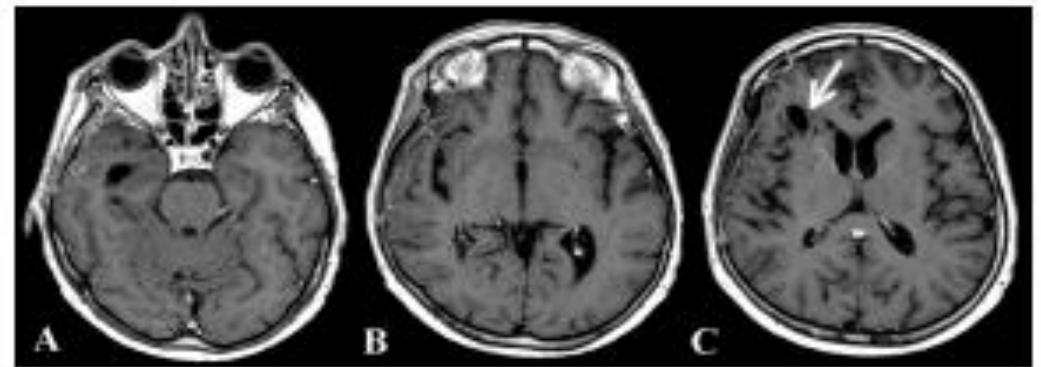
Brain MRI taken a few days after ending the standard radiotherapy plus concomitant temozolomide therapy together with KD-CR protocol. No clear evidence of tumor tissue or associated edema was seen. Arrow indicates porencephaly.
